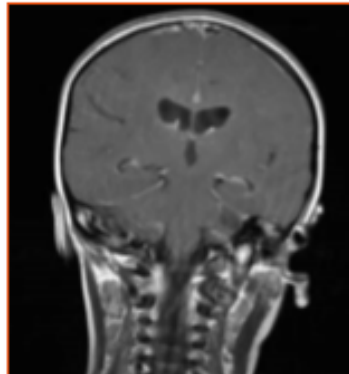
Resonancia magnética cerebral: captación leptomenígea en los lóbulos frontales.
